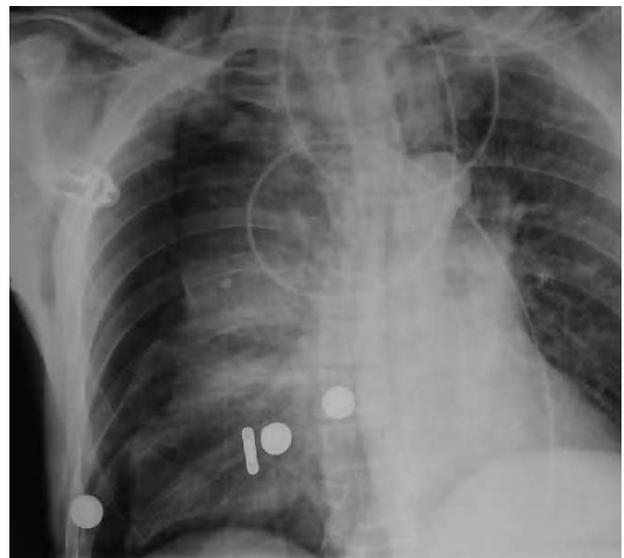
Radiografía de tórax con neumotórax derecho y gran enfisema mediastínico y subcutáneo.
